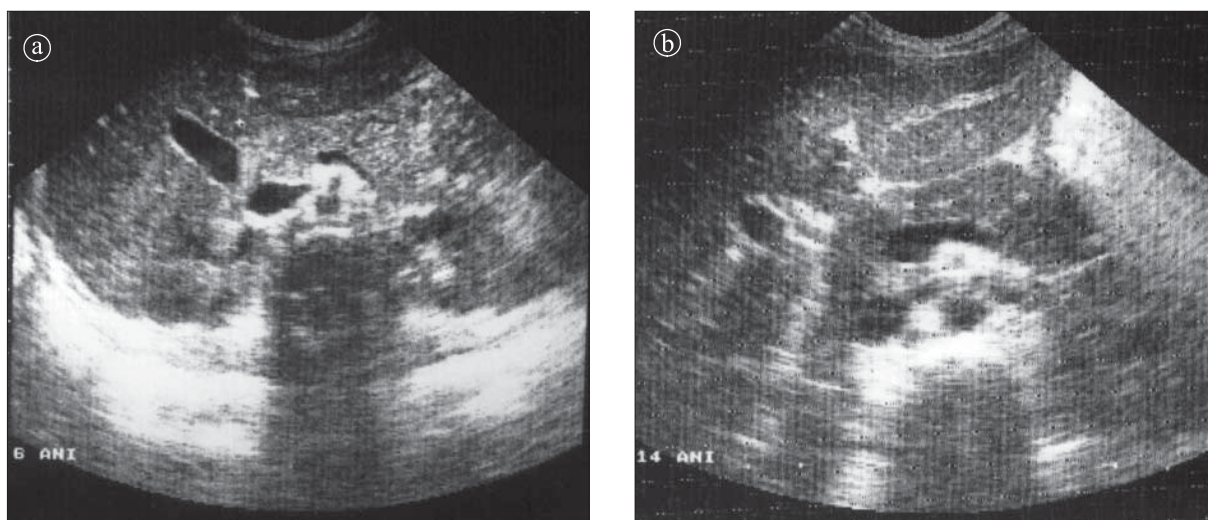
Pancreas cu aspect ecografic normal. a) 6 ani b) 14 ani
